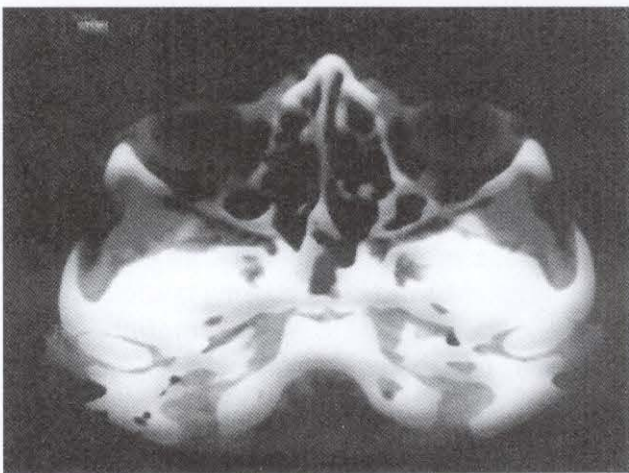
Tomografia computadorizada após quimioterapia, evidenciando regressão da proptose.
